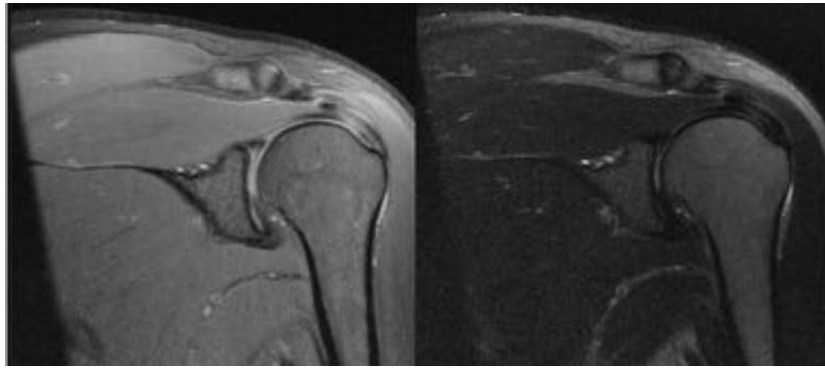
A: RM axial en FFE y B: RM coronal en T2. Supraespinoso normal
